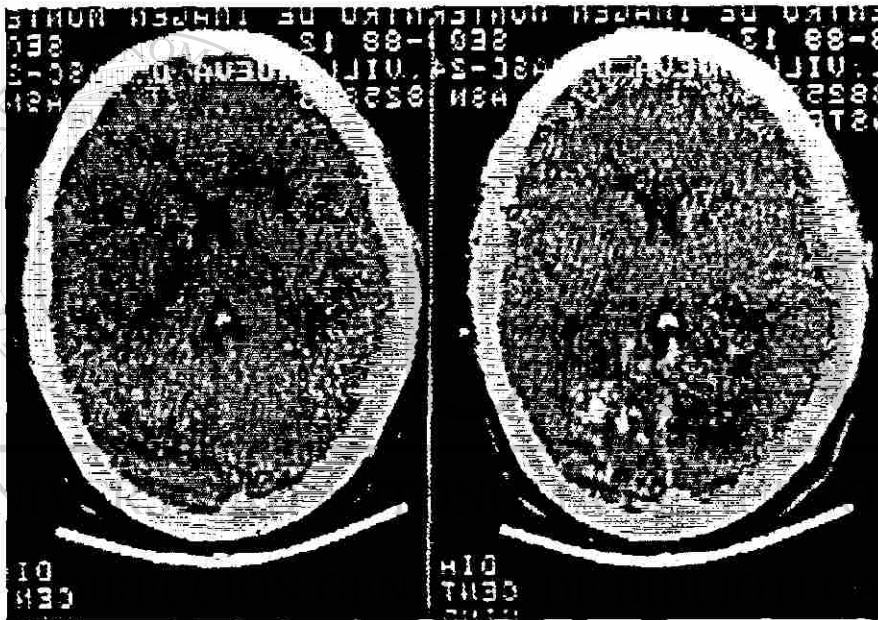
Paciente 5. TAC preoperatorio de cráneo antes (izquierda) y después de la administración de Iothalamato (derecha). La MAV trigonal izquierda es mostrada como lesión iscretamente hiperdensa que capta moderadamente el medio de contraste. No HIC.
